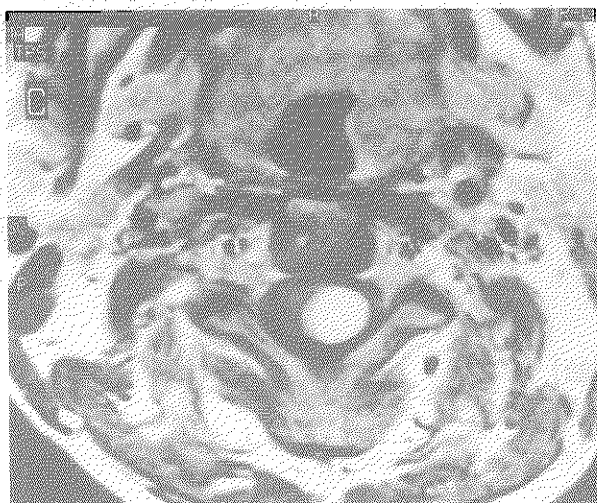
第2頸椎レベルのMRI（T1強調画像、Gd enhancement）で、大きな硬膜内髄外腫瘍が認められた。
